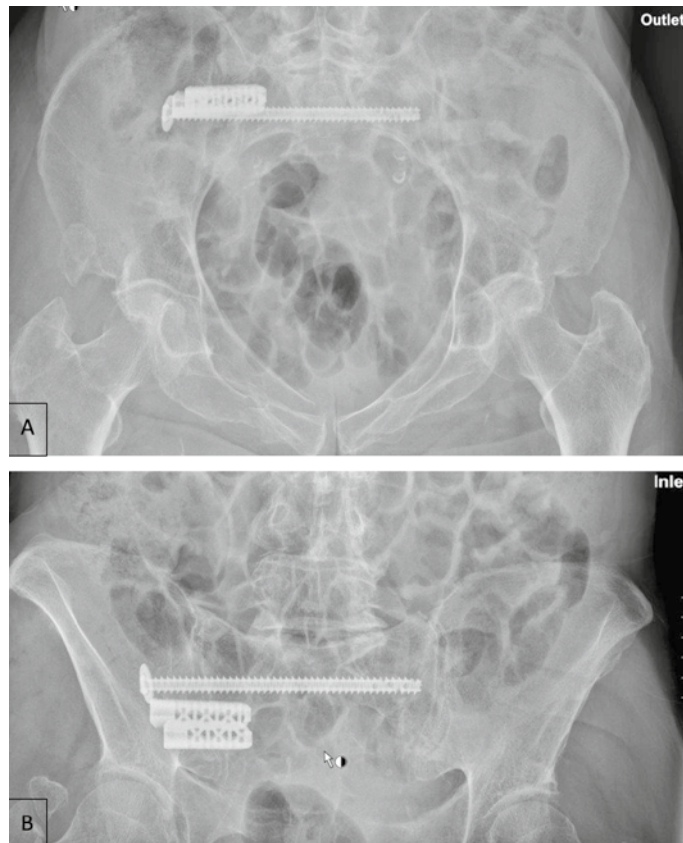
Postoperatives Röntgenbild (A: Outlet, B: Inlet) einer 86-jährigen Patientin mit einer FFP Typ IIb rechts nach frustraner konservativer Therapie und daher nun chirurgischer Stabilisierung mittels iFuse® in Kombination mit transiliosakralen Schrauben (TIS); postoperativ signifikante Schmerzverbesserung mit rasch möglicher Mobilisierung
